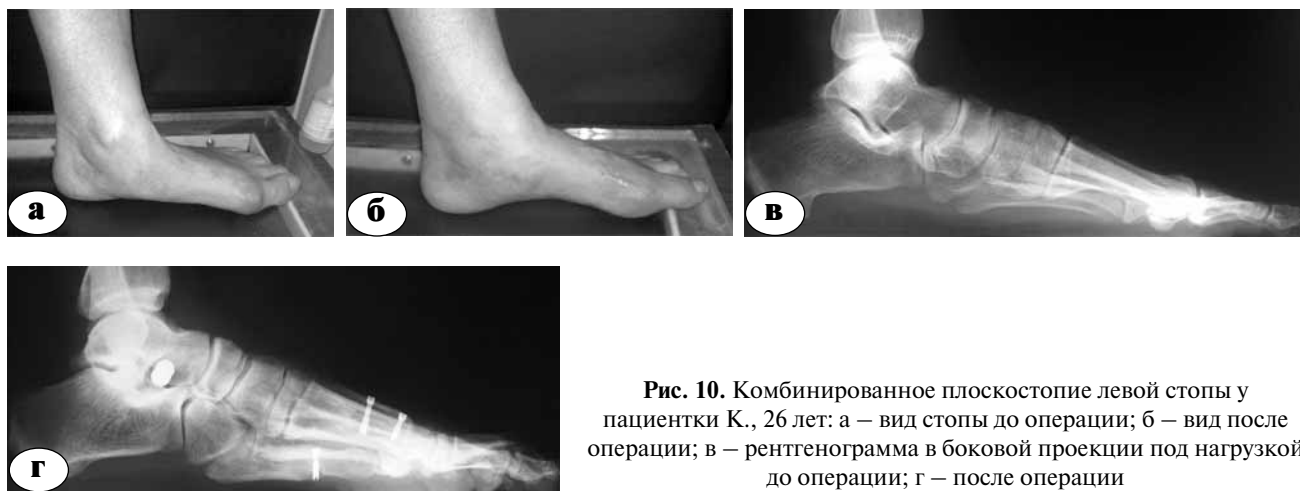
Комбинированное плоскостопие левой стопы у пациентки К., 26 лет: а – вид стопы до операции; б – вид после операции; в – рентгенограмма в боковой проекции под нагрузкой до операции; г – после операции
